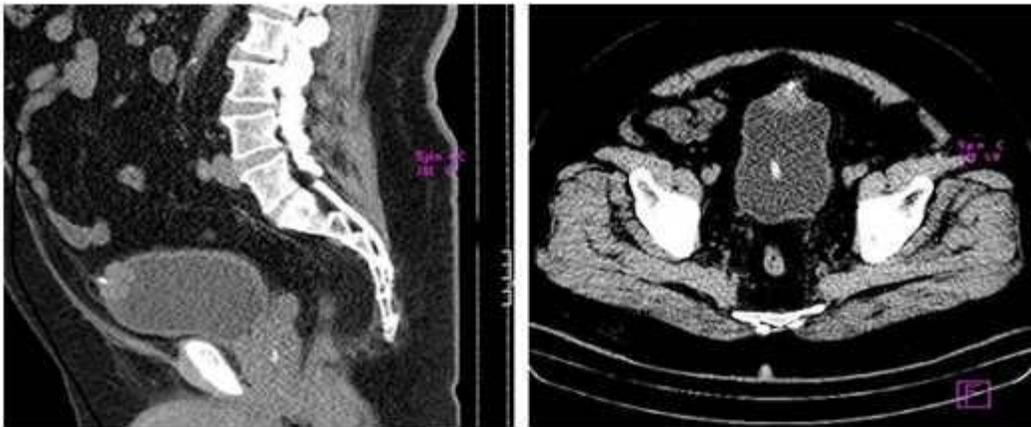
Adenocarcinoma del uraco. Corte axial y coronal de la vejiga distendida por tomografía computarizada (TC) antes de la cirugía.
